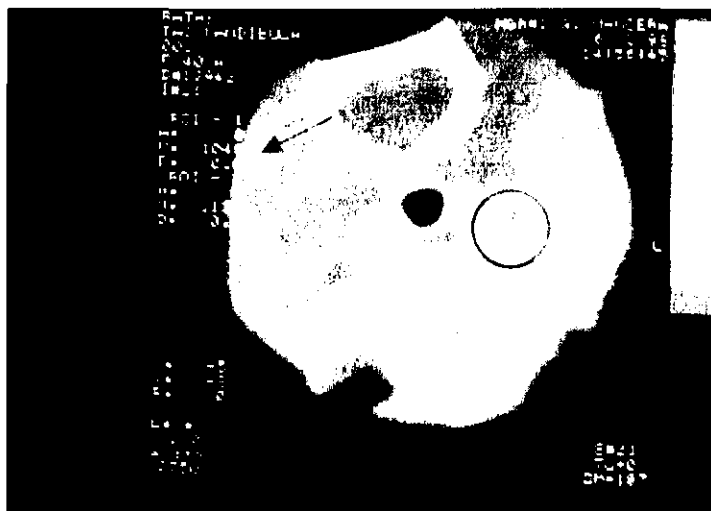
Imagen de TAC que muestra la densidad obtenida del maxilar M2 en la cavidad B (flecha). Zona señalada con el círculo, corresponde a la cavidad experimental.
